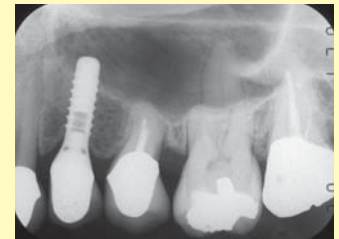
(同部治療終了後のデンタルX線写真) 全顎的な歯周治療とともに、第一小臼歯部にはインプラントを植立し、第二小臼歯は単独歯修復を行い保存した。同歯は歯冠歯根長比が大きく逆転しているが、この後23年間、良好に機能した。
